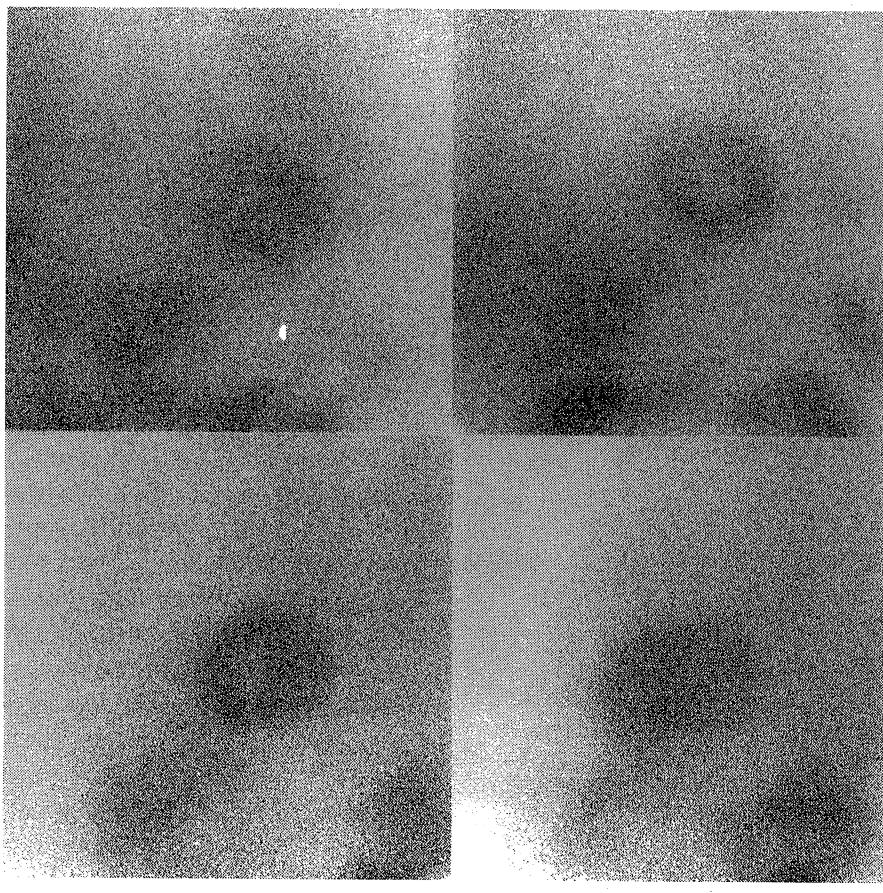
Tl^{201} scintigram at rest : Tl^{201} uptake was decreased in apex and lateral wall. A:Anterior. B : Left anterior oblique 30°. C : Left anterior oblique 60°. D : lateral.
